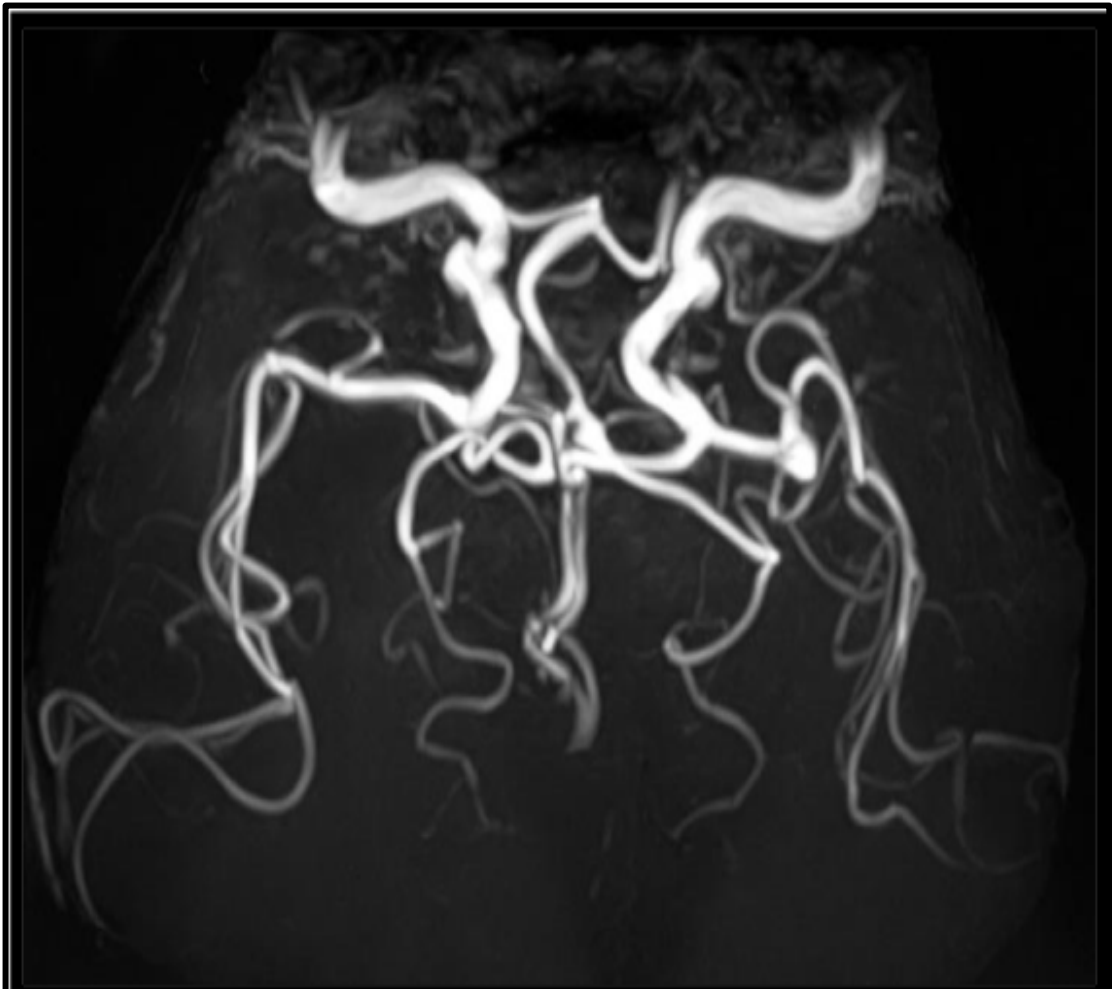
ANGIO-IRM objectivant un anévrysme de l'artère cérébrale moyenne gauche.
